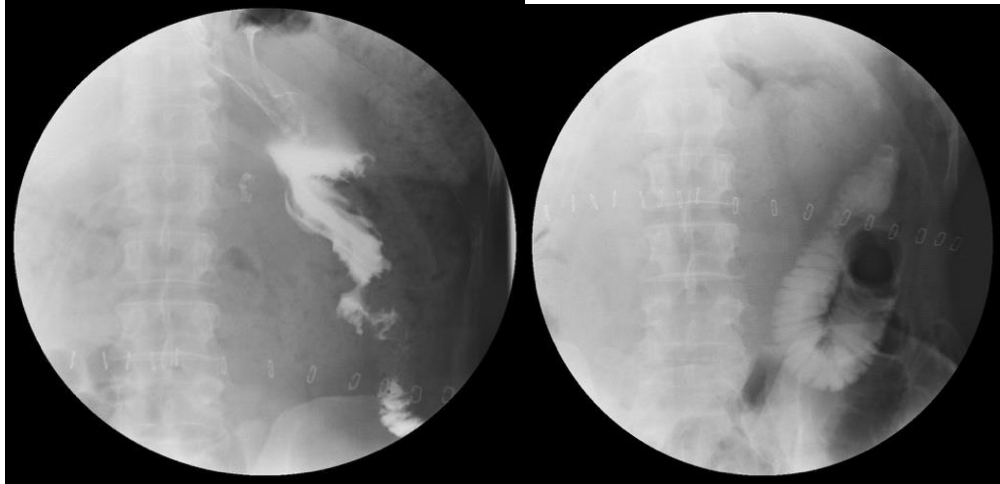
Рентгенологічне дослідження пасажу водорозчинного контрасту по ШКТ.
